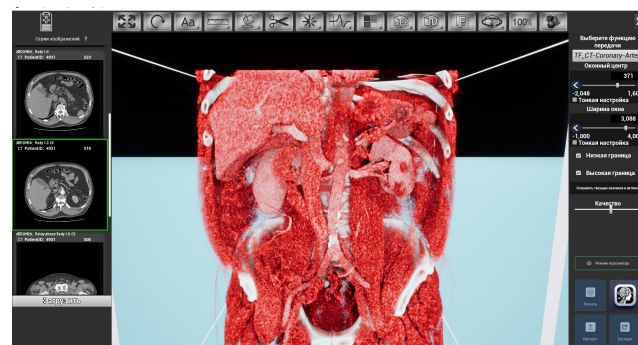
После операции КТ изображения и 3D реконструкция.
